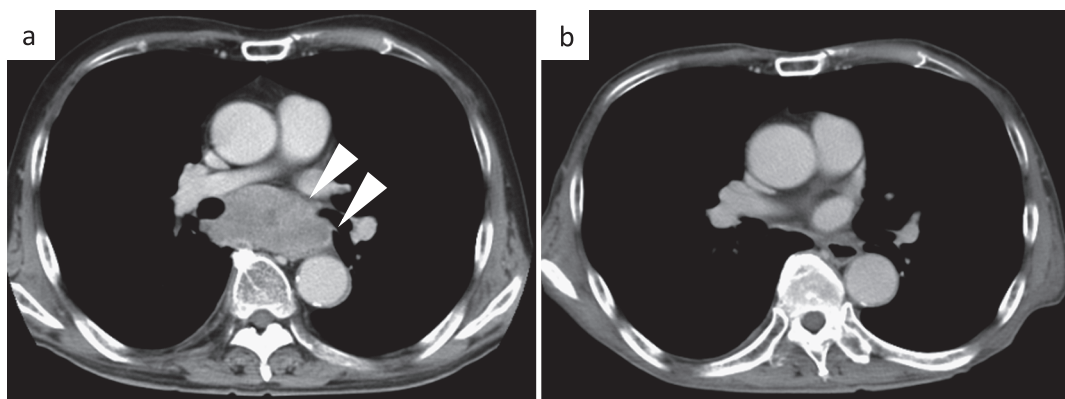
Contrast-enhanced chest CT.
